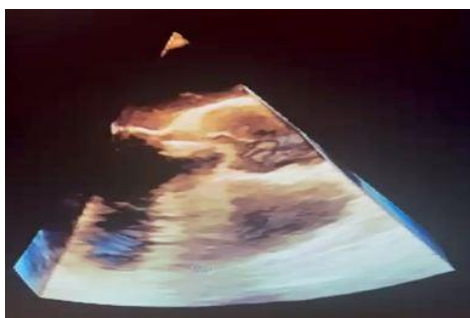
ecocardiograma 3D con vegetación en válvula coronaria derecha e insuficiencia aórtica.
